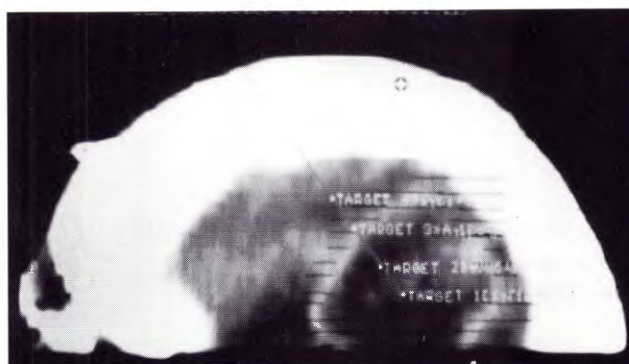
Reconstrucción sagital de TAC con selección de blancos
